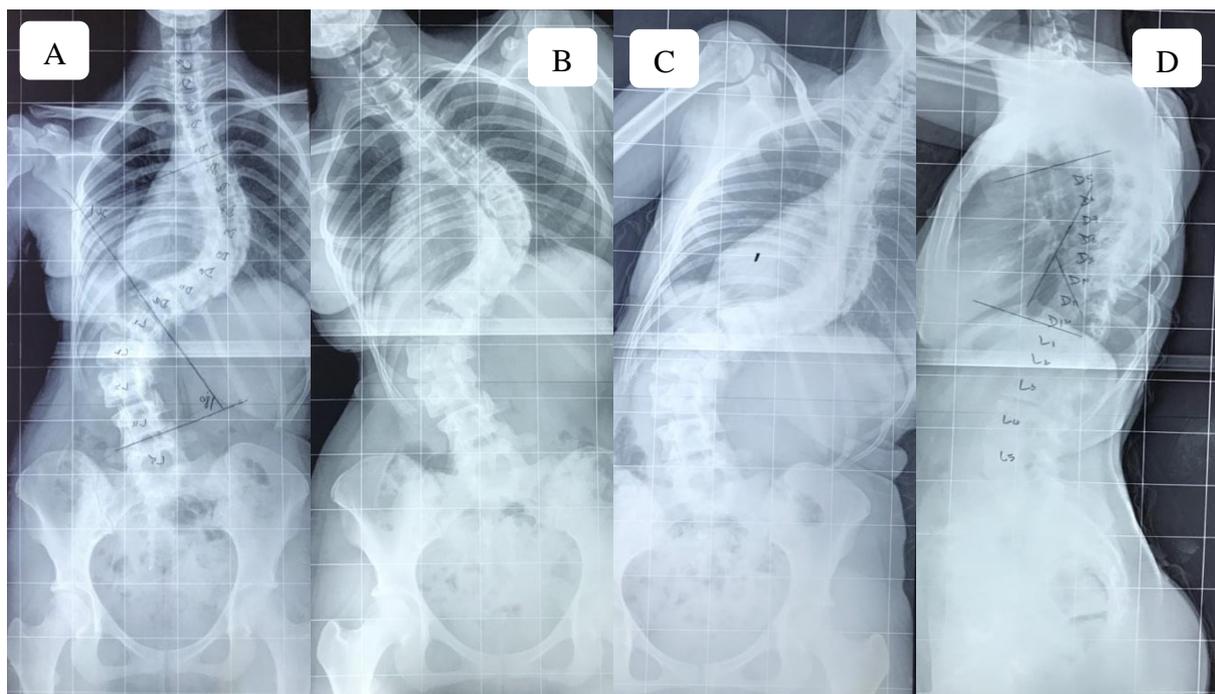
A) Radiographie de face, B) Bending latéralisée à gauche, C) Bending latéralisée à droite, D) Radiographie de profil
